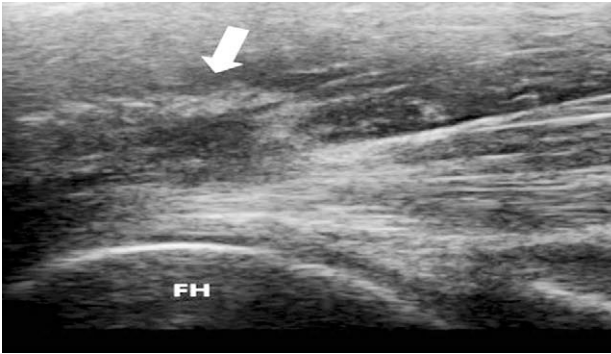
Anterior hip long axis ultrasonography. Distended anterior recess, mild thickened anterior capsule and homogenous hypoechoic fluid collection could be observed (arrow).
